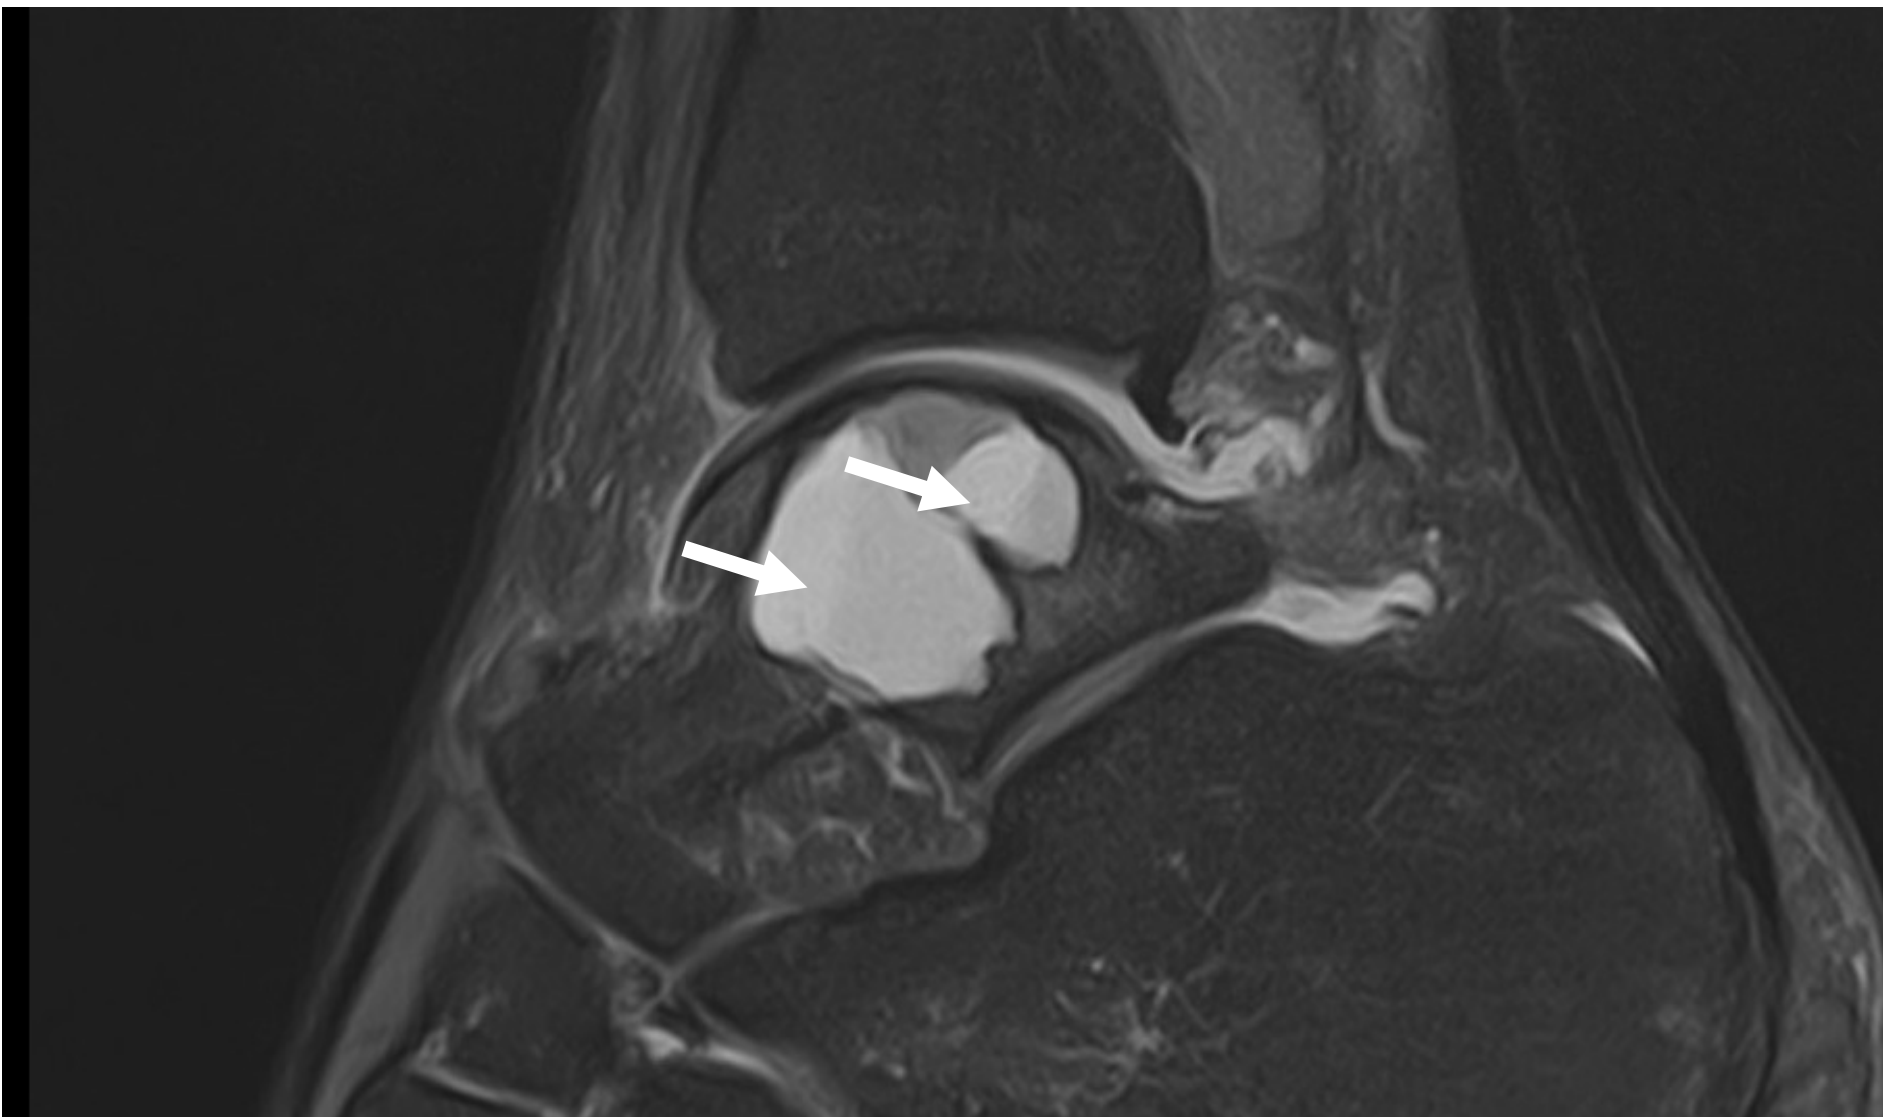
Corte sagital por Resonancia Magnética de lesión multitabicada con niveles líquido-líquido.
